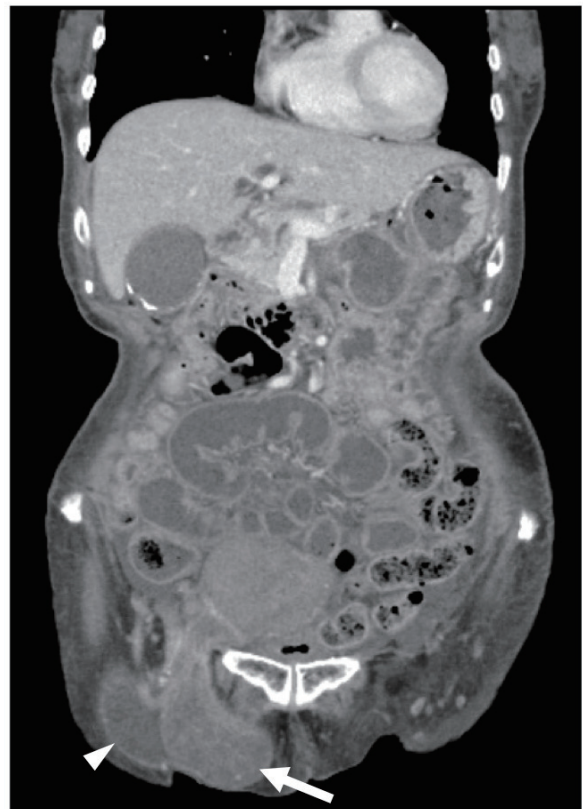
初診時の CT では右鼠径部に内部が均一な液体成分と思われる嚢胞性部分 (矢頭) と充実性部分 (矢印) が混在した腫瘍を認めた .
